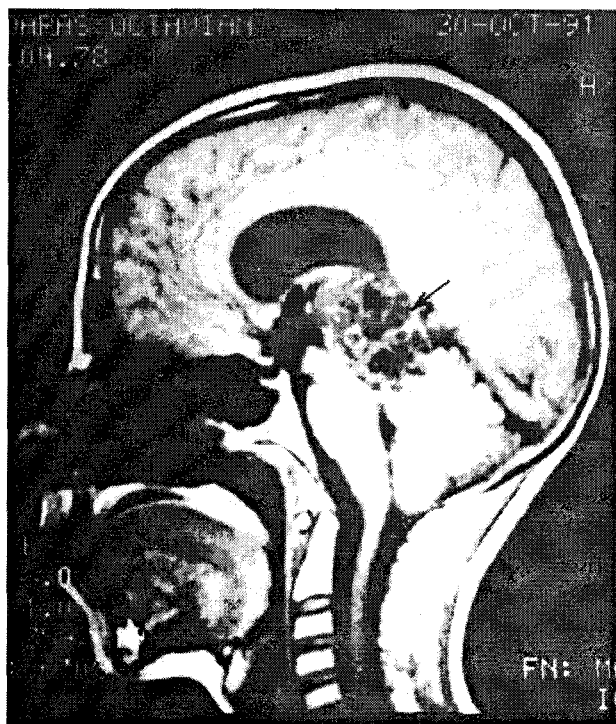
RMN: tumoră în regiunea pineală și 1/3 posterioară a ventriculului III (imagine laterală).
